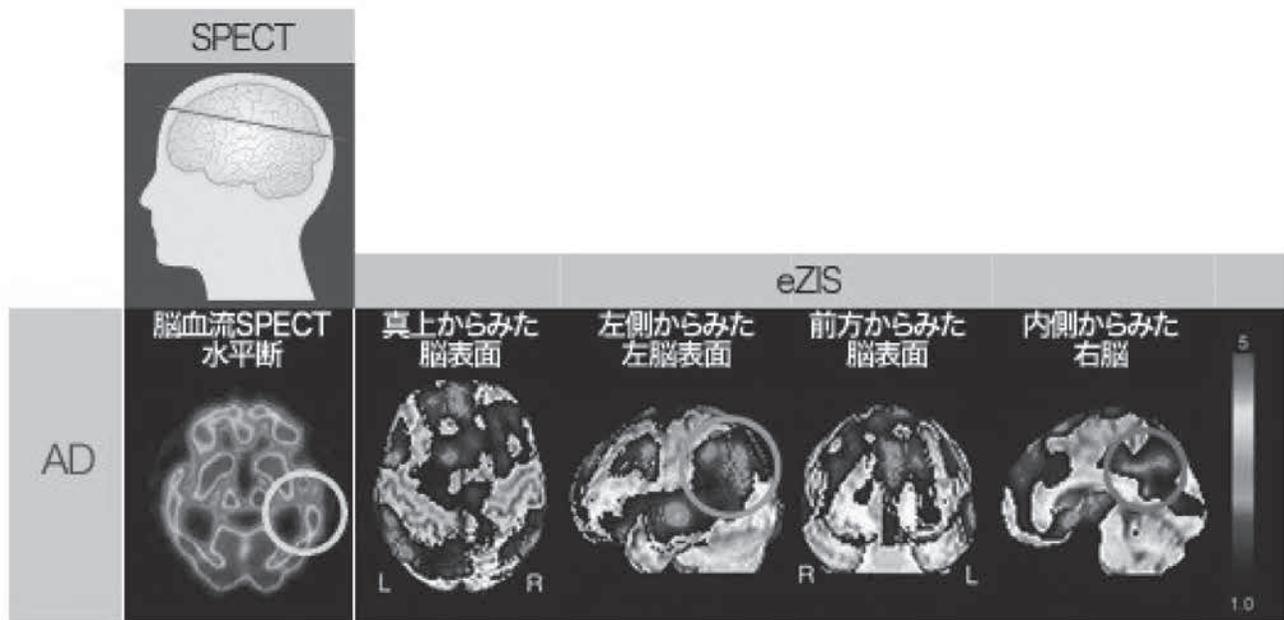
アルツハイマー型認知症の脳血流 SPECT 画像 & eZIS 統計処理画像（富士 RI ファーマ HP より抜粋）
